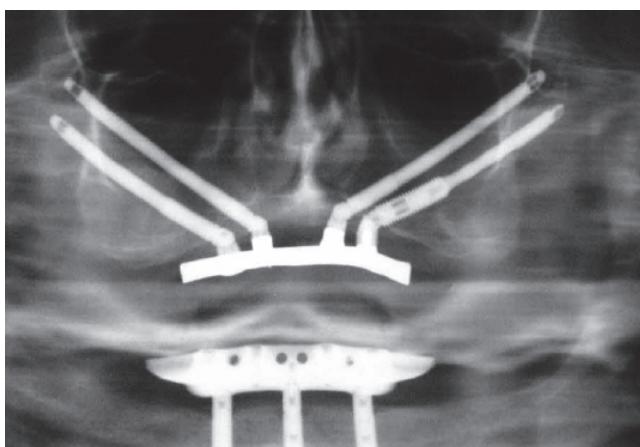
Orthopantomogramme d'un patient traité par 4 implants zygomatiques. (Bränemark 2004) (53)
